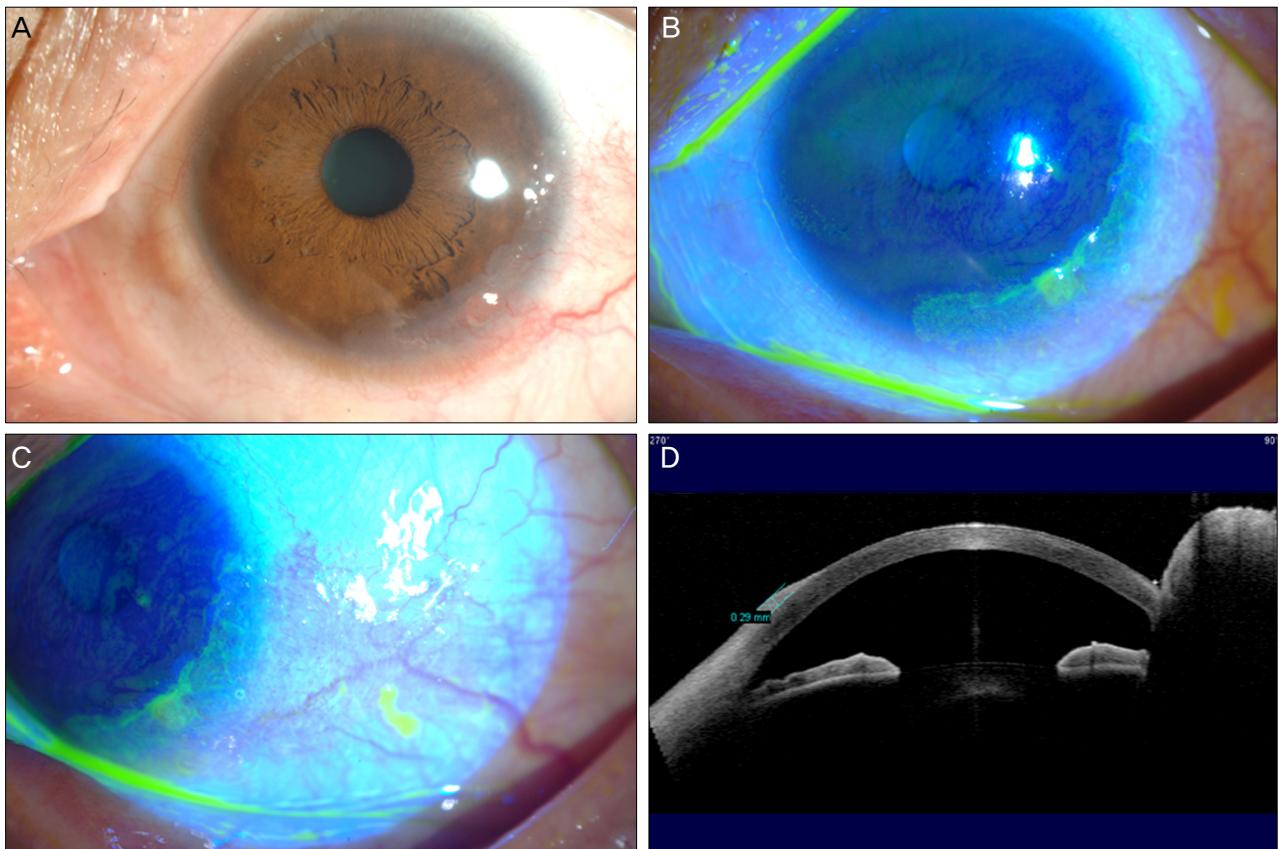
(A-C) Anterior segment photography showed semitranslucent hypervasculuar mass with irregular surface involving inferotemporal conjunctiva and cornea. (D) Anterior segment optical coherence tomography showed flat elevated lesion with 0.29 mm thickness.
